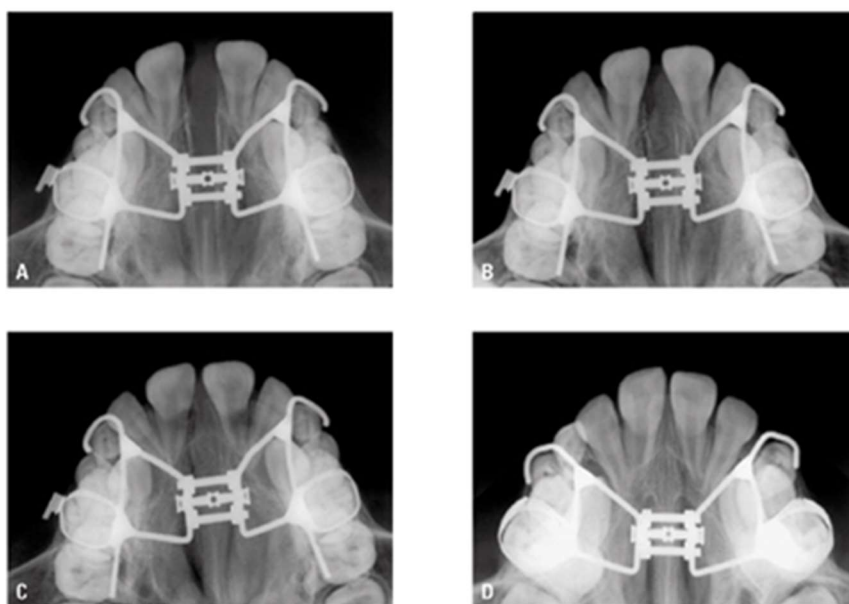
Sequencia de radiografias oclusais da maxila. A – Ausência de ossificação, imediatamente pós ERM; B – Ossificação difusa; C – Ossificação difusa e presença das margens ossificadas delineando a sutura nova; D – Sutura nova ossificada. Modificado de Silva Filho et al. 2008²⁴.
